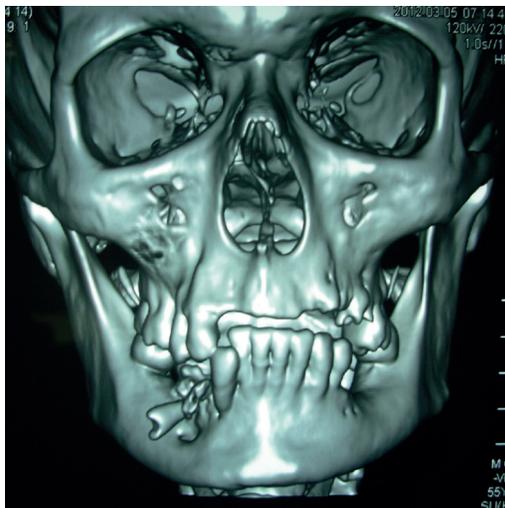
TAC con reconstrucción en 3D, en la que se aprecia el avance de la lesión en el maxilar inferior.
